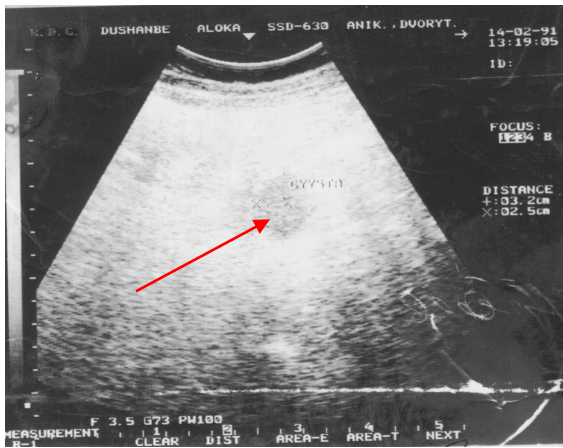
3.28. - УЗИ органов абдоминальной полости. Эхинококковая киста большого сальника и малого таза
